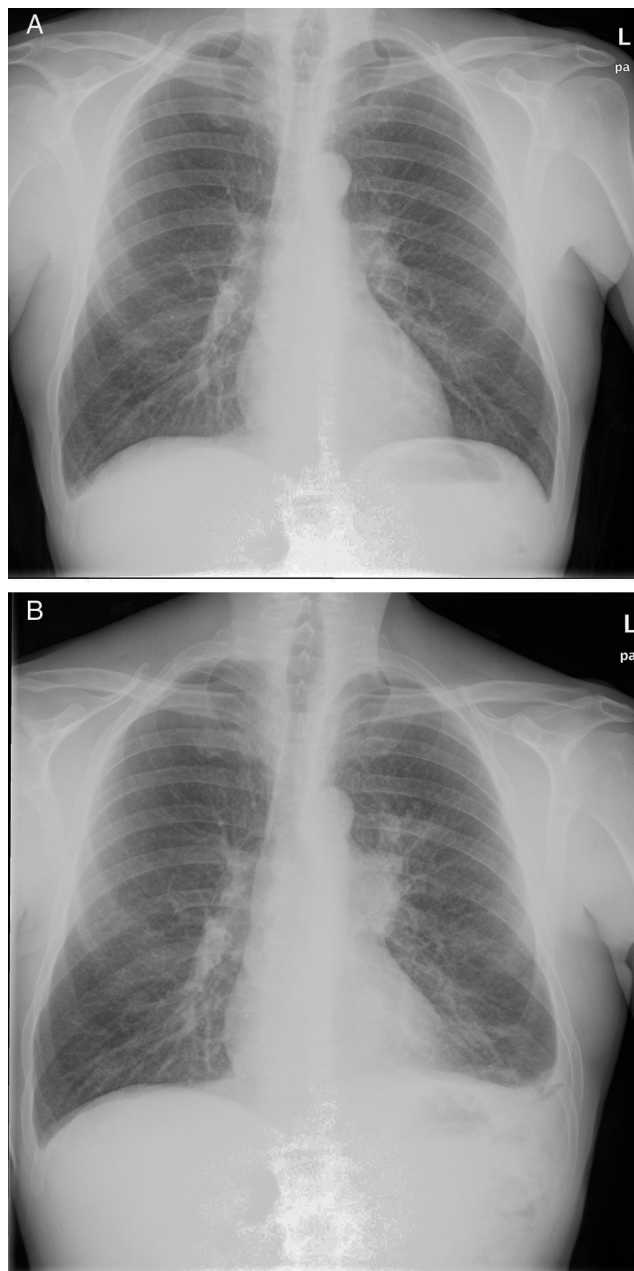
Imagen de radiografía de tórax posteroanterior A) previa al inicio del tratamiento con rituximab y B) tras el tratamiento y al diagnóstico del carcinoma de pulmón.
